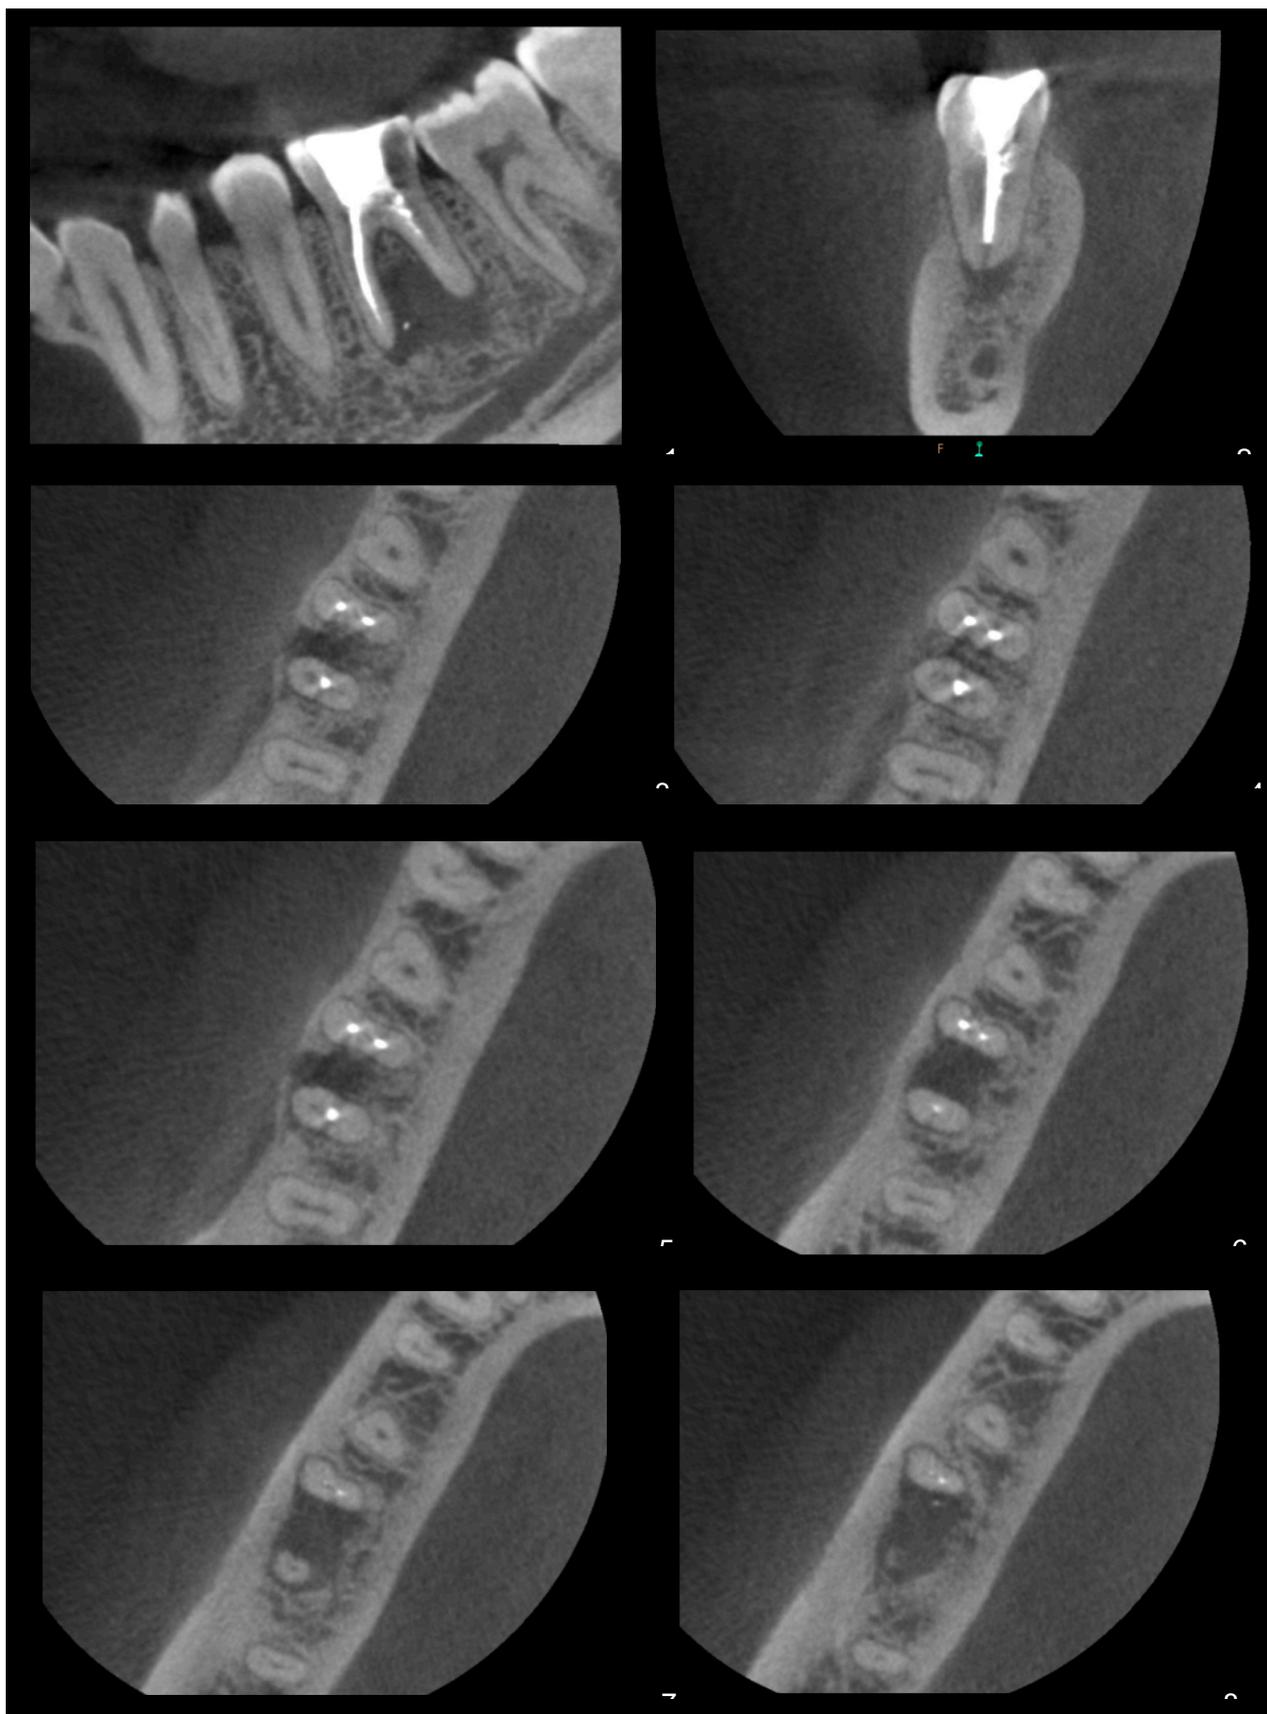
Imágenes CBCT arcada inferior: 1) Corte sagital, 2) Corte coronal, 3) 4) 5) 6) 7) 8) Cortes transversales a distintos niveles donde se aprecia la perforación de la cortical vestibular.
